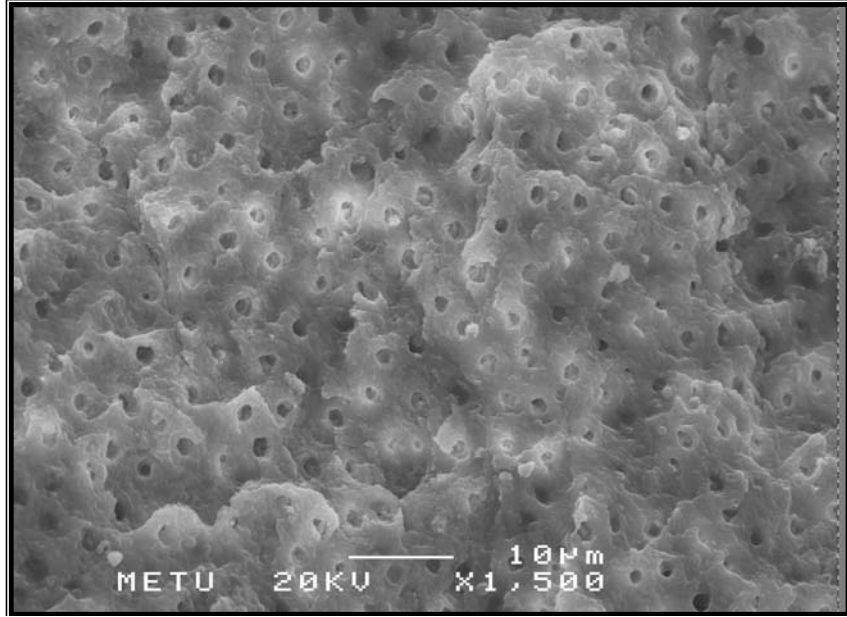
RealSeal- Lazer Grubuna Ait SEM Fotomikrografisi (X1500): pat-dentin arayüzünden alınan mikrofrafta kanal dolgu patının açık dentin kanallarının derinlerine penetre olamadığı, bazı bölgelerde dentin tübül ağızlarına yakın bölgelerde kanal dolgu pat uzantıları bulunduğu izlenmektedir.
